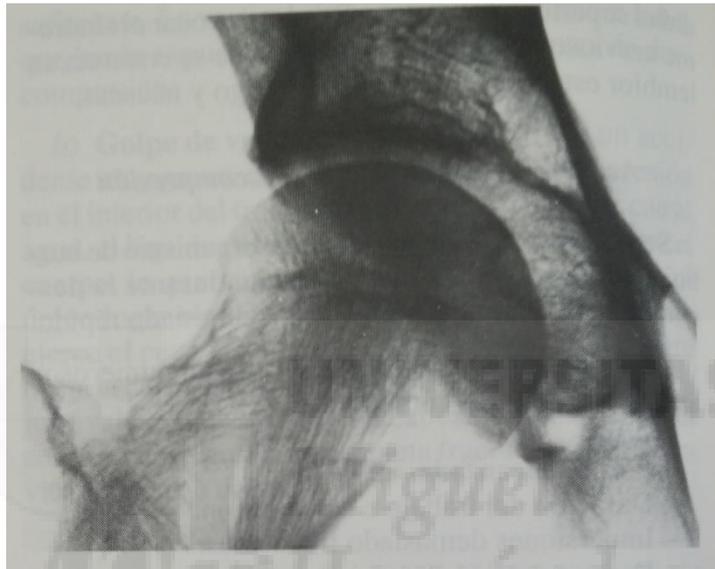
Tubista durante 8 meses: 134 inmersiones, dos accidentes. Radiografía estrictamente normal 11 meses antes. Aparición de desmineralización subcapital “en sábana” y de diversos islotes radioclaros en el cuello del fémur y en la región subcotileoidea. (Fuente: Martí y Dosille, 1986)
